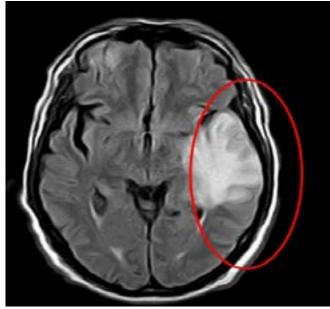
IRM de cerebro T1
